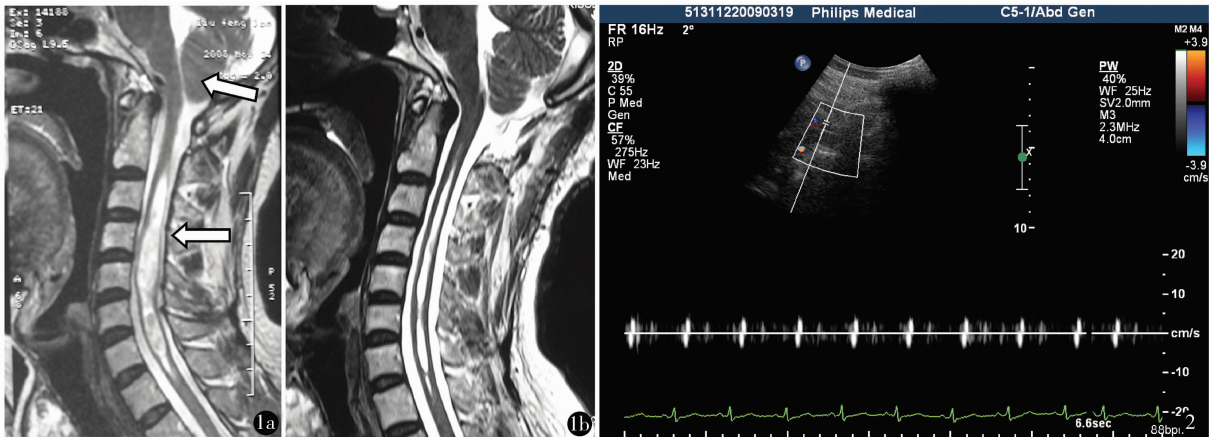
CMI 合并脊髓空洞 a. 术前 MRI 检查 T<sub>2</sub> 加权像可见下疝的扁扁桃体及脊髓空洞;b. 寰枕减压硬膜成形术后 7 天复查 MRI 示脊髓空洞矢状位最大横径缩小 >50%, 患者颈肩痛症状缓解 图 2 CMI 合并脊髓空洞患者术后 12 天经枕后减压窗彩色多普勒超声检查, 可见小脑扁桃体下方脊髓背侧蛛网膜下腔脑脊液的双向流动, 头向流动为正值 3.78 cm/s, 尾向流动为负值 -3.71 cm/s, 脑脊液流动与心动周期一一对应, 有呼吸节律
